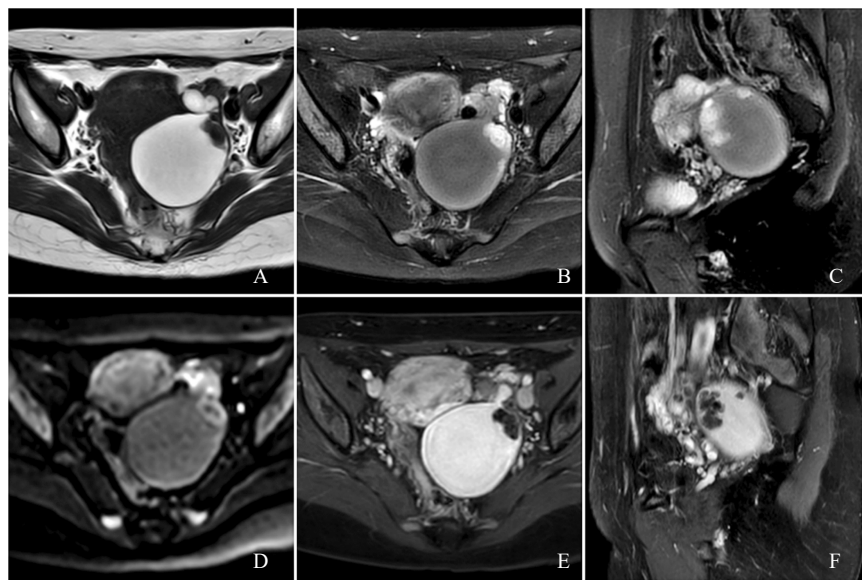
典型病例3 (患者, 女性, 35岁, 卵巢内膜异位囊肿术后10年检查发现左侧卵巢囊块, 左侧SMBOT, 起源于内膜样囊肿) MRI图像
